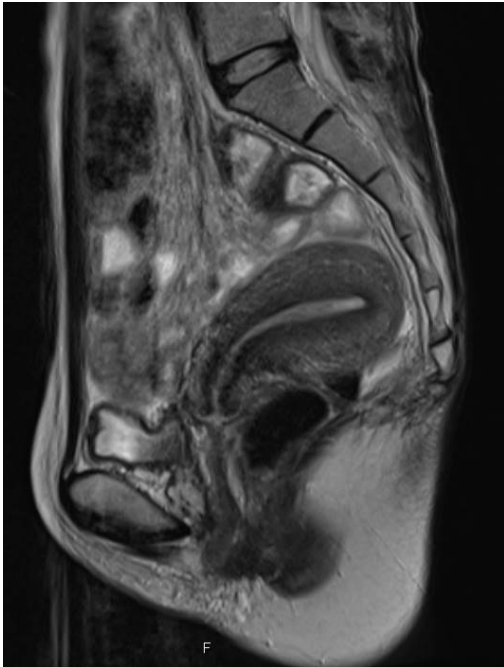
子宮内膜全面搔爬術後に撮影した骨盤部 MRI 画像 (T2 強調矢状断像)
